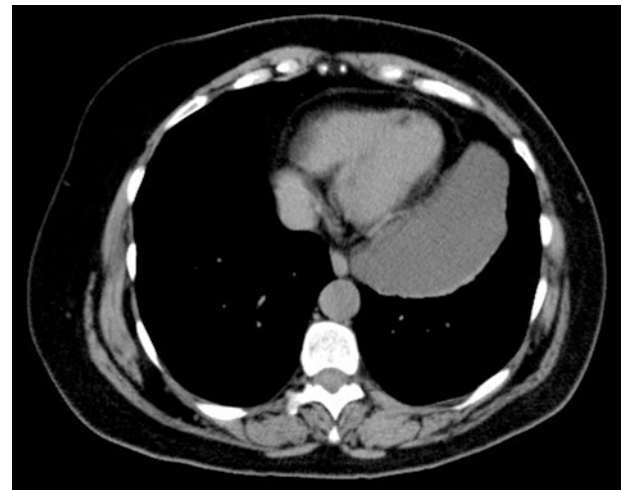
Chest CT scan: mass in the left side of the anterior mediastinum extending from the aortic arch to the diaphragm, with no signs of infiltration and a density similar to that of water. Measurements: 111 mm (anteroposterior) × 58 mm (transverse) × 167 mm (vertical).
